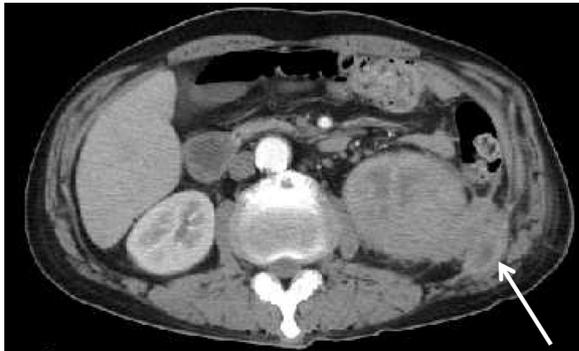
Abdominal CT demonstrates left renal mass lesion crossing over Gerota's fascia.
